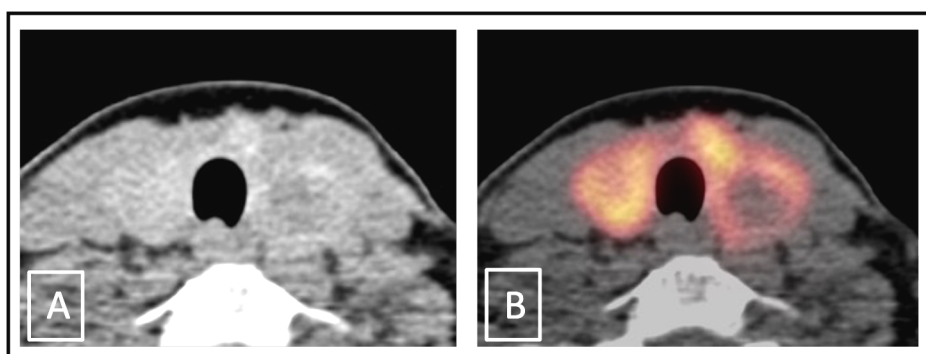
CT-Scan einer schwer abgrenzbaren Schilddrüse aufgrund eines schlechten Weichteilkontrastes (A), der durch die Fusion mit dem PET-Scan ausgeglichen werden kann, was eine bessere Abgrenzbarkeit ermöglicht (B).
